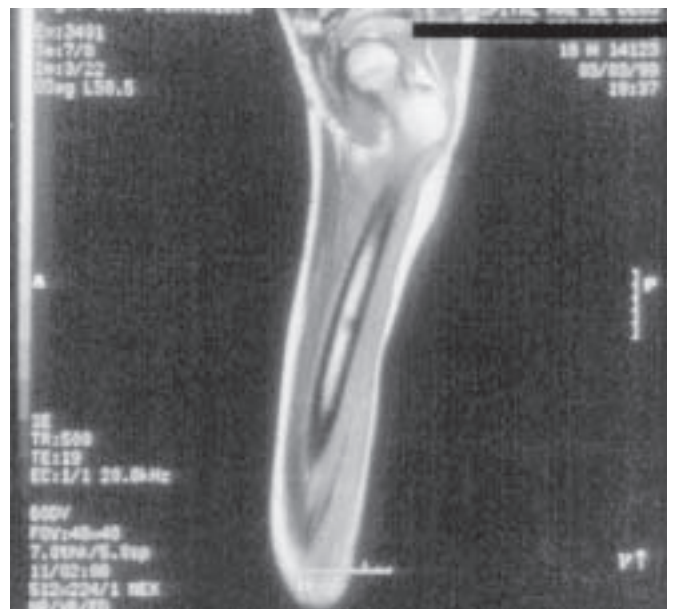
Ressonância magnética demonstrando skip metástase proximal ao tumor primário
